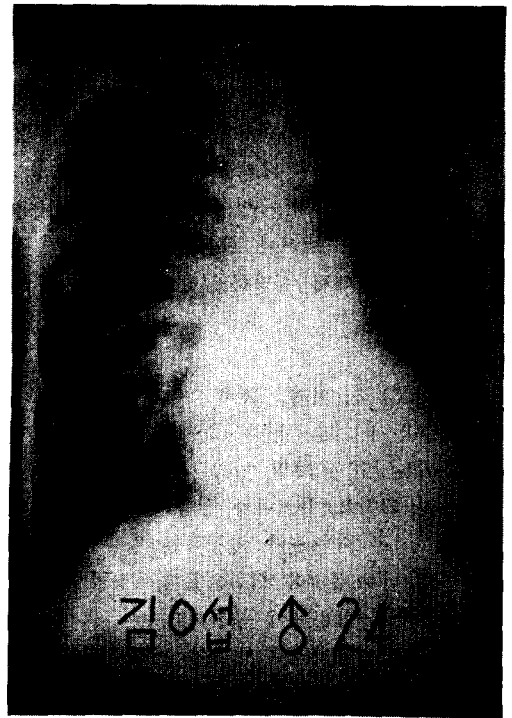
Preoperative chest X-ray in Case 1.
